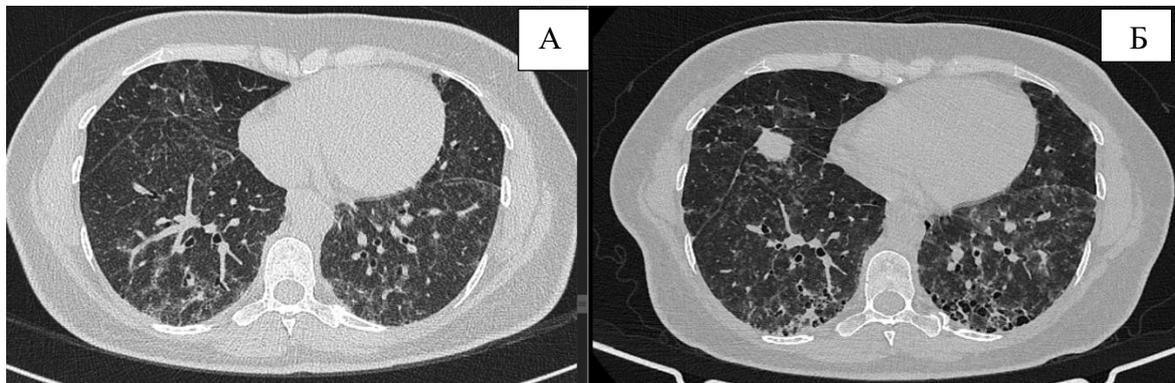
Компьютерная томография органов грудной клетки, аксиальные срезы, легочное окно. А- ВРКТ 2021 г. Б- ВРКТ при поступлении в нашу клинику (июль 2022 г.)
